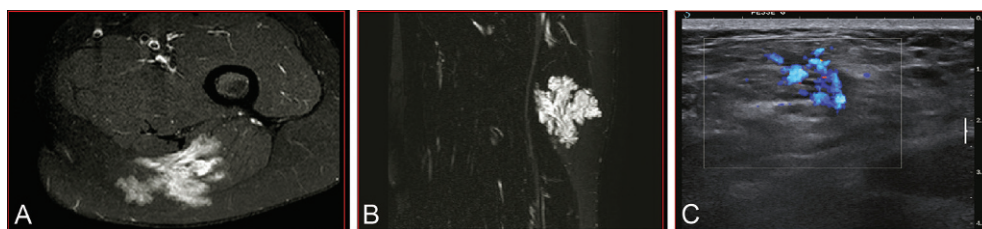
Évaluation de l'extension d'une MV à l'IRM (A et B) et à l'écho-Doppler (C) (atteinte intramusculaire).
